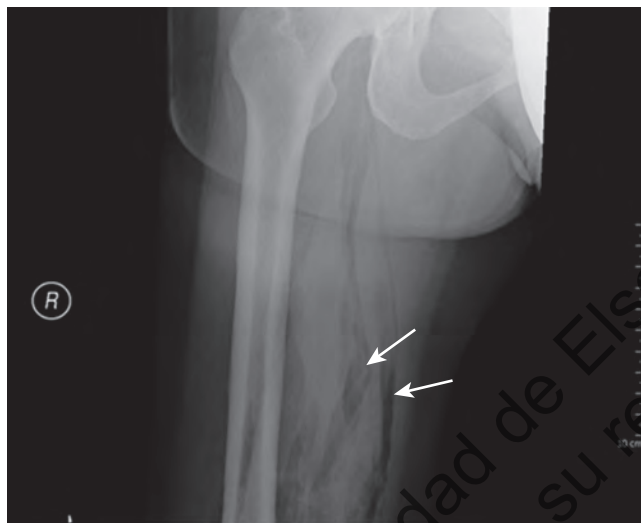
Radiografía de la pierna de un paciente con necrosis muscular causada por *Clostridium septicum*. Obsérvese la presencia de gas alrededor del tejido (flechas).
